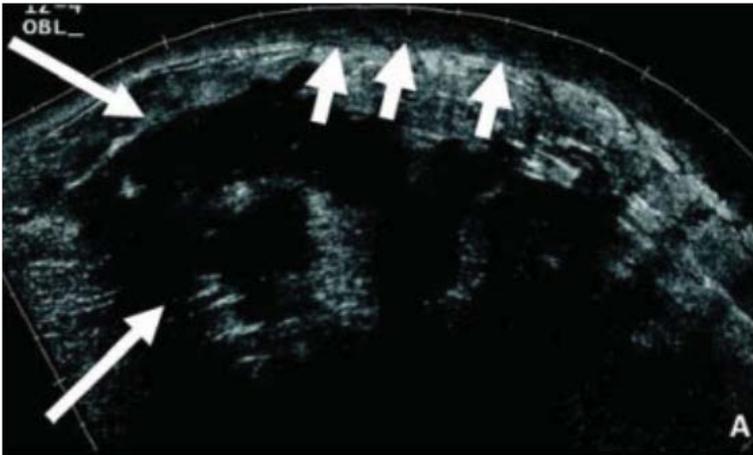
Ultrasonido en el carcinoma inflamatorio de la mama. Se evidencia un conglomerado de masas hipocogénicas, grandes en la mama (flechas largas), con edema de la piel y del tejido celular subcutáneo suprayacente (flechas cortas).
